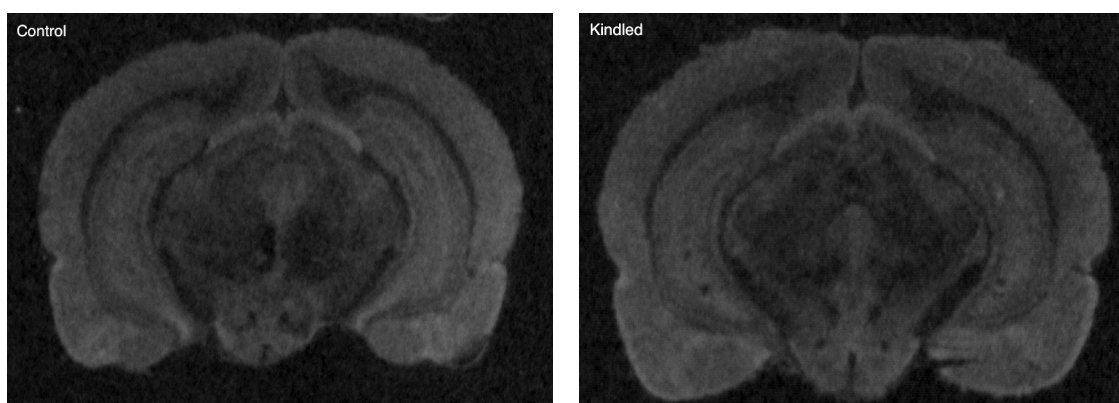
Autorradiografía de la densidad del recaptador de serotonina en un corte coronal: Control (izquierda) y kindling químico (derecha). No se observaron diferencias estadísticamente significativas entre los dos grupos en el análisis por ROIs.
